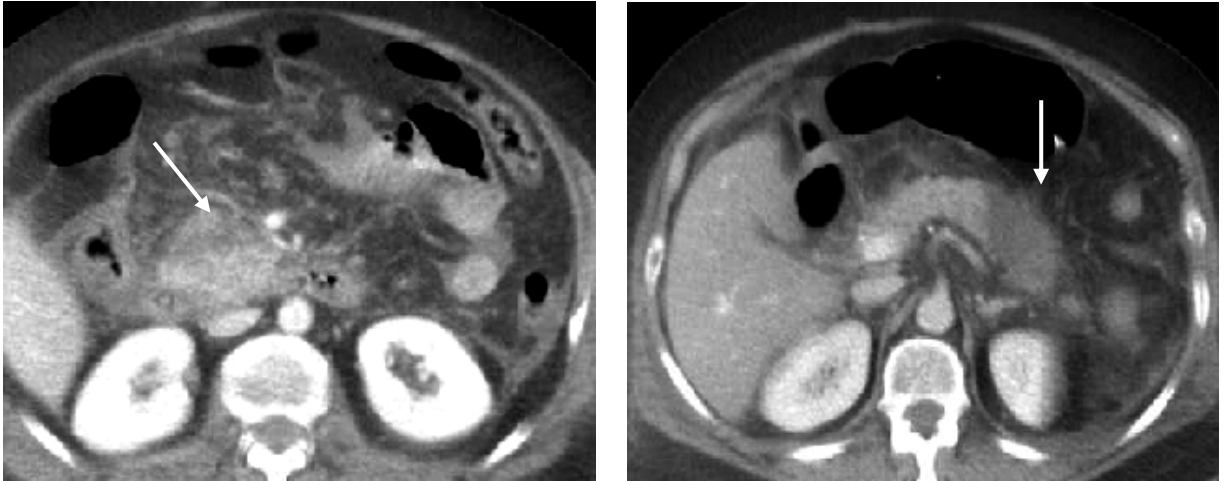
Tomografía computarizada realizada con contraste en un paciente con pancreatitis aguda que muestra un agrandamiento focal pancreático con ausencia de captación de contraste en la cabeza y la cola del páncreas (flechas).
